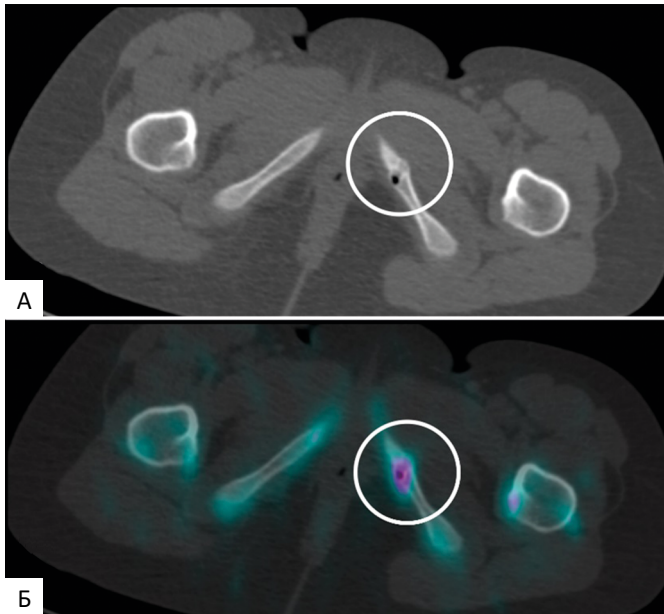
А — КТ-составляющая ОФЭКТ/КТ — сохранение левого седалищно-лонного синхондроза в отличие от контралатеральной стороны, утолщение прилежащих отделов костей, включение плотности газа (круг); Б — ОФЭКТ/КТ — очаг невыраженной гипераккумуляции РП в проекции вышеописанных изменений (круг)
